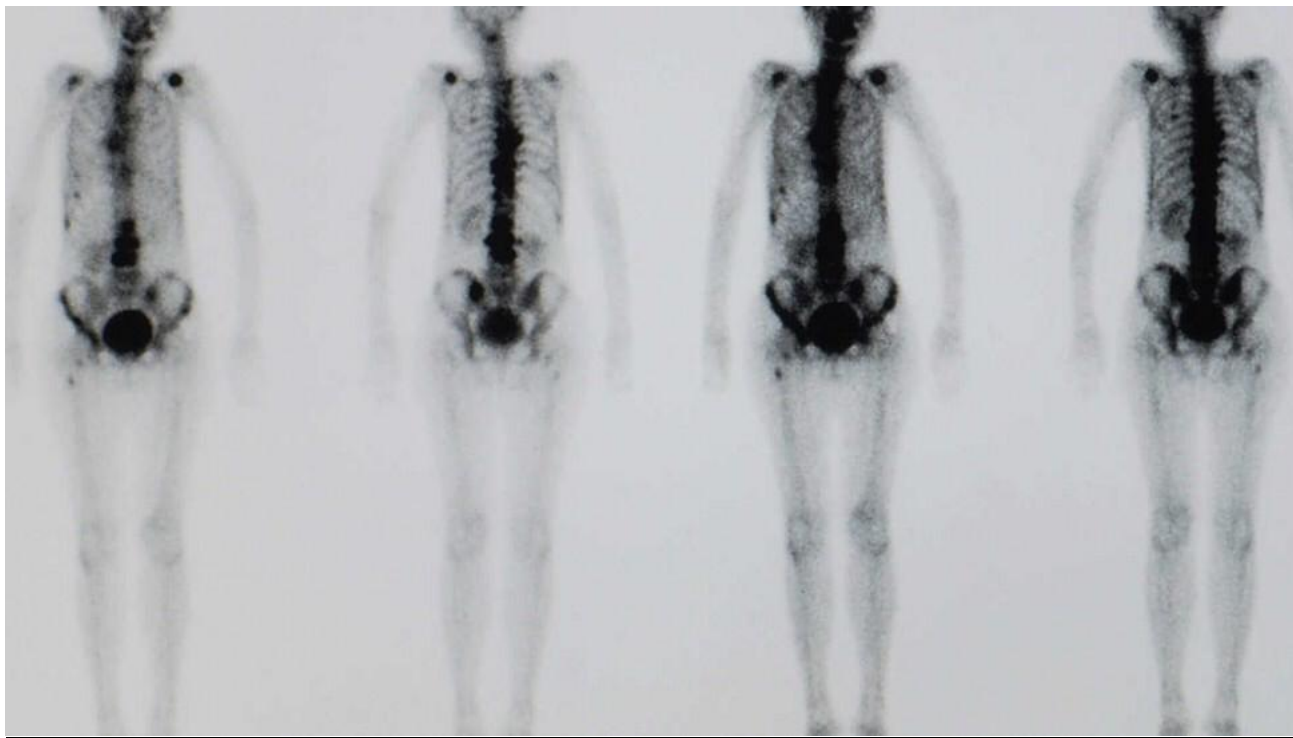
scintigraphie osseuse montrant une hyperfixation modérée chez un jeune enfant :
